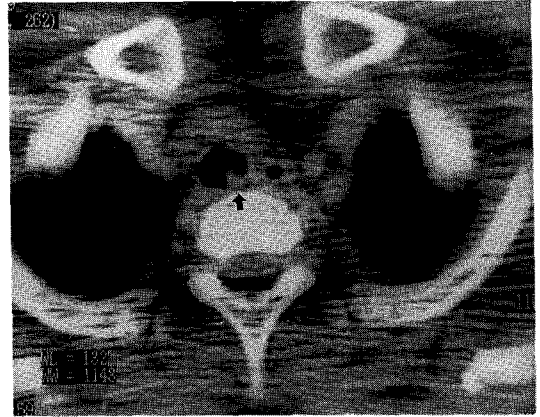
Computed tomographic scan of the mediastinum showing the about 1cm sized irregular contoured mass(←) on the posterolateral side of the trachea.
